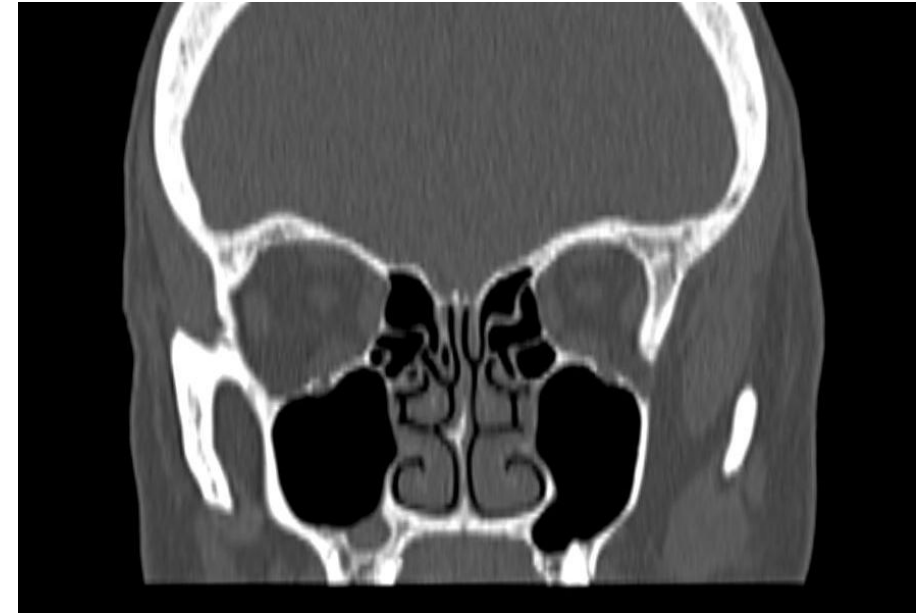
TC facial reconstrucción coronal, mostrando complejo osteomeatal, tabique nasal y fosas nasales.
